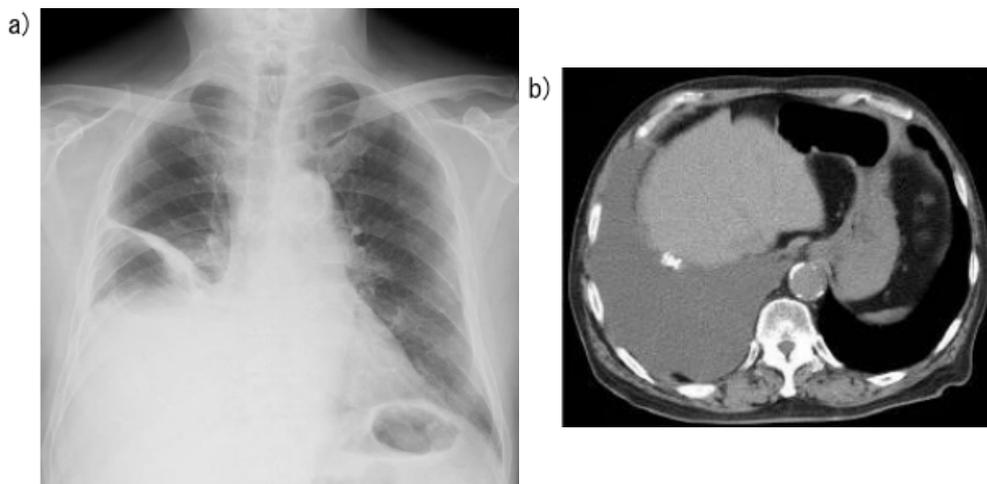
(a) Initial chest X-ray (April X-10): Right-sided pleural effusion. (b) Initial chest computed tomography (April X-10): Right-sided pleural effusion and calcified pleural plaque.
